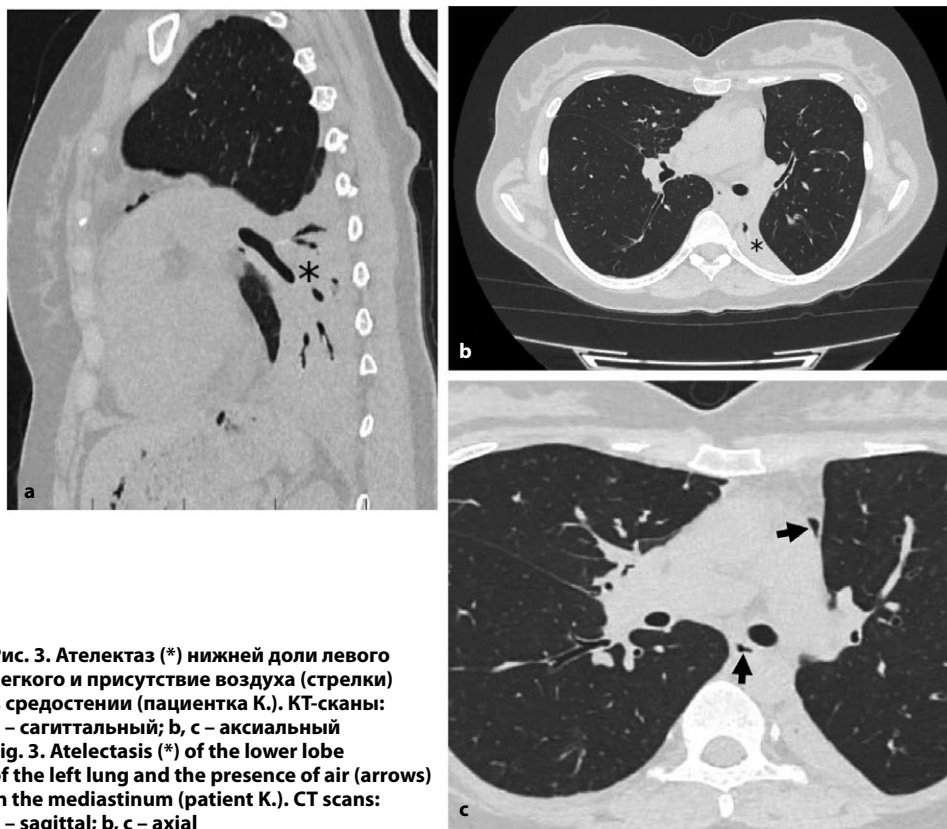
Ателектаз (*) нижней доли левого легкого и присутствие воздуха (стрелки) в средостении (пациентка К.). КТ-сканы: а – сагиттальный; б, с – аксиальный
